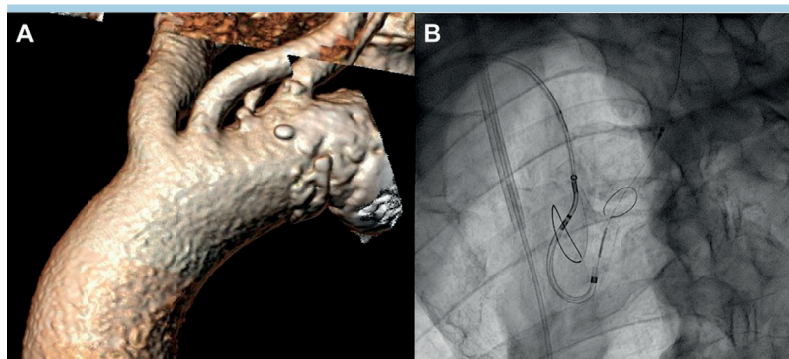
(A) Valutazione dell'anatomia dell'arco aortico con tomografia computerizzata. (B) Il dispositivo di protezione embolica Claret Medical Sentinel è un dispositivo di protezione a doppio filtro. Il filtro prossimale è posizionato nel tronco brachiocefalico, il filtro distale è posizionato nell'arteria carotide sinistra.
